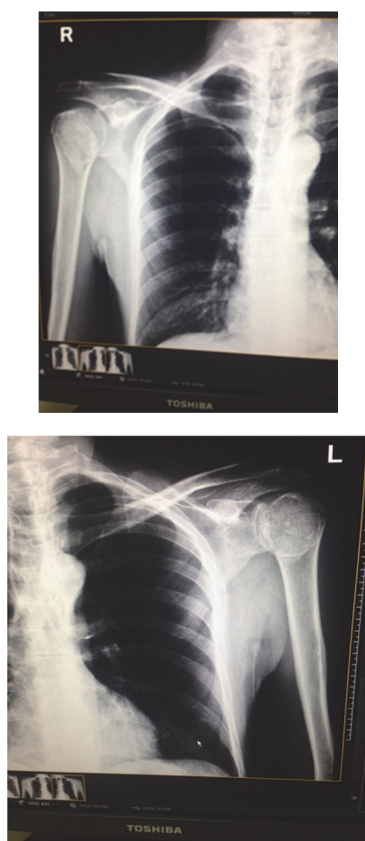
Рентгенограммы билатерального переломовывиха головок плечевых костей /
